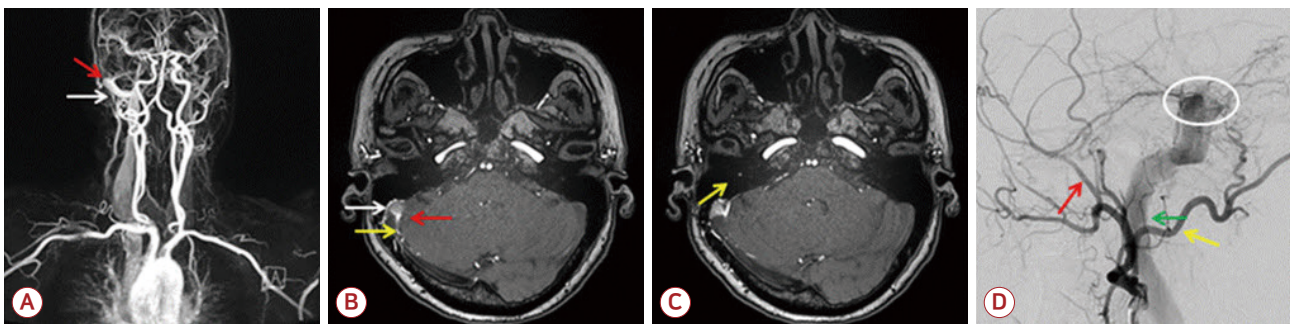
(A, B) Brain magnetic resonance angiography shows a dural arteriovenous fistula (red arrow) from occipital artery (yellow arrow) to sigmoid sinus (white arrow). (C) Brain magnetic resonance angiography represents persistent stapedial artery (yellow arrow) in the right tympanic cavity. (D) Transfemoral cerebral angiography shows a dural arteriovenous fistula (oval) in the right transverse-sigmoid sinus junction from occipital artery (yellow arrow) and middle meningeal artery (red arrow) and engorged persistent stapedial artery (green arrow).
